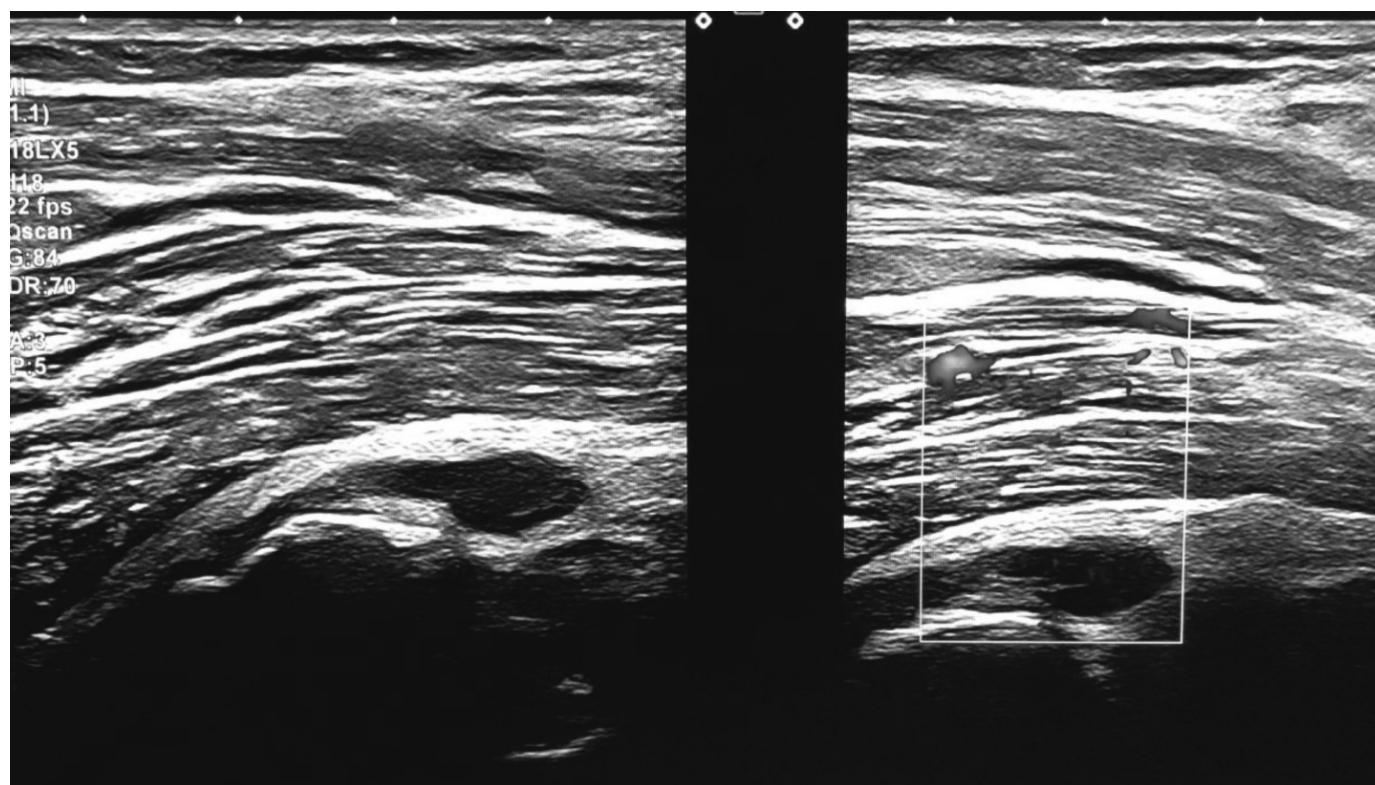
Male patient H., 70 years old. BC stabilization (with visualized fistula) for 3 years and 6 months (hereinafter). B-mode and Power Doppler mode.
